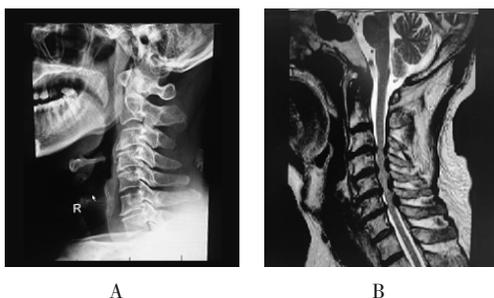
前后联合入路手术术前 X 射线及 MRI
